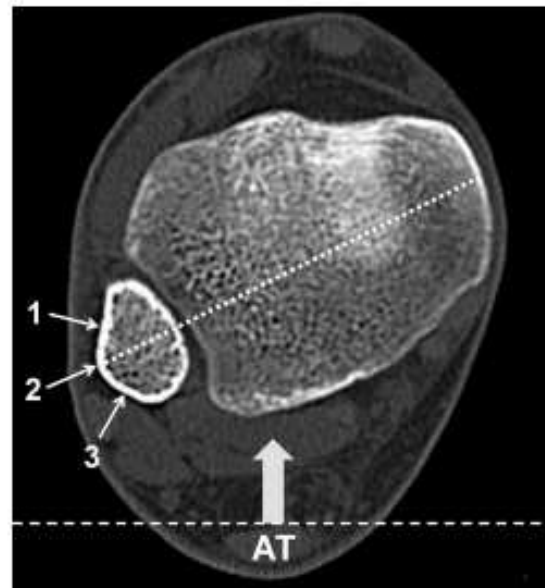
Lateral malleolar crest on axial CT scan 5 mm proximal to the ankle joint line. 1—anterolateral (triangular subcutaneous) area, 2—lateral malleolar crest, 3—posterolateral (peroneal) area, AT Achilles tendon
